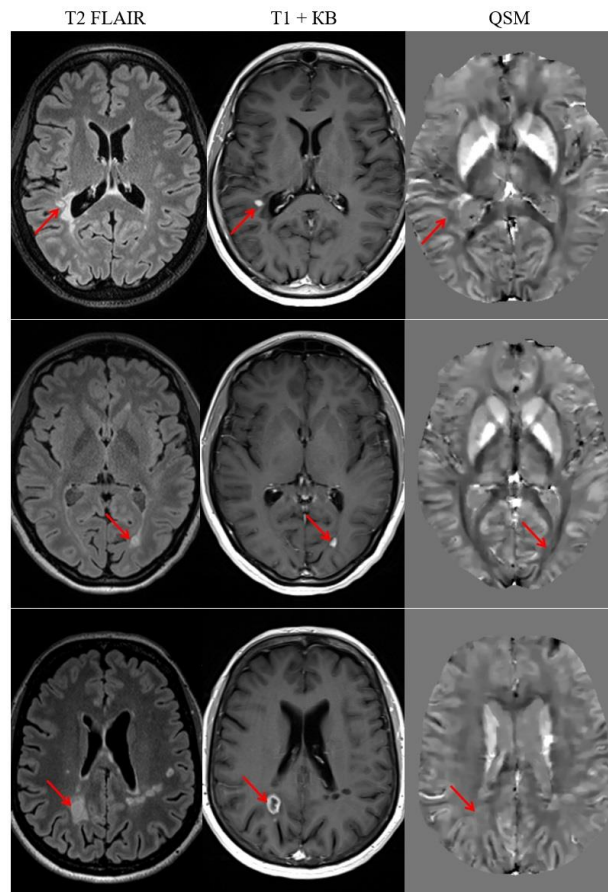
Визуализация активных очагов демиелинизации (стрелки) в режимах T2 FLAIR (левый столбец), T1 после внутривенного контрастирования (средний столбец) и на карте QSM (правый столбец).
